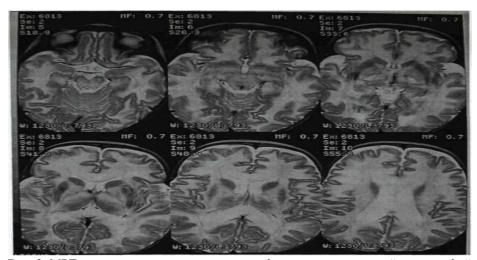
МРТ головного мозга при различных формах первичных лейкодистрофий
